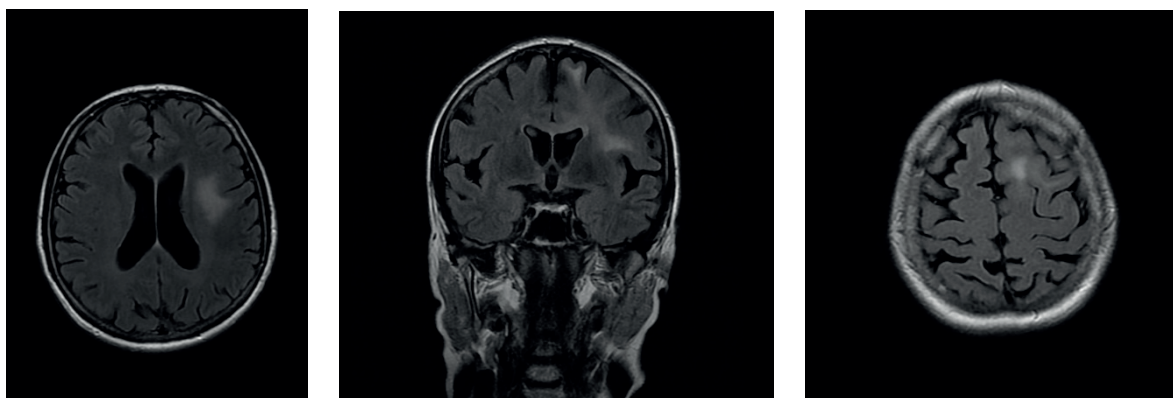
MRI of the brain of Patient B. dated October 13, 2020 (areas of hyperintensity are marked by red arrows)
